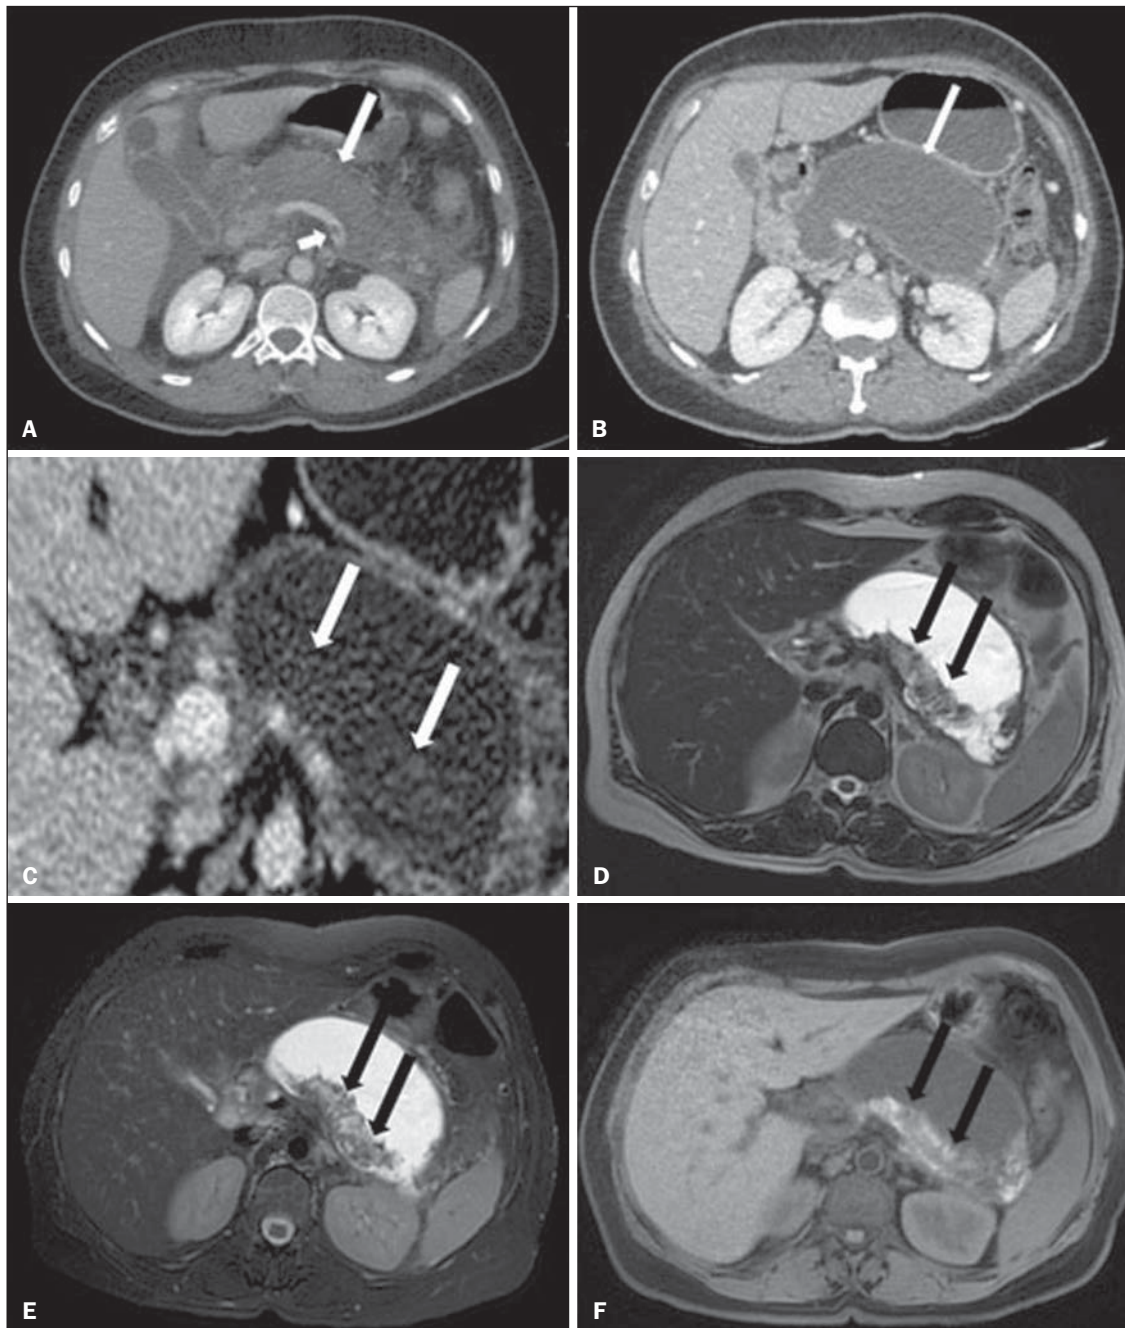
Necrose pancreática delimitada (*walled-off pancreatic necrosis*). A,B,C: Imagens axiais de TC pós-contraste fase venosa. Extensa necrose do corpo e cauda pancreáticos, com alterações inflamatórias peripancreáticas (seta longa em A). Também é identificado trombo no interior da veia esplênica (seta curta em A). Após cerca de um mês identifica-se a área de necrose pancreática delimitada (seta em B), que não deve ser confundida com um pseudocisto. Avaliando-se a mesma imagem com “janela mais fechada”, é possível identificar os restos necróticos sem realce no interior desta necrose pancreática delimitada (setas em C). D,E,F: Imagens axiais de RM *fast-spin-echo* ponderada em T2 com (D) e sem (E) supressão de gordura e gradiente eco ponderada em T1 sem contraste (F) mostram restos necróticos do parênquima pancreático depositados na porção posterior da coleção (setas em E,F), que se apresentam com hiperintensidade de sinal em T1, indicando componente de hemorragia (setas em E).
